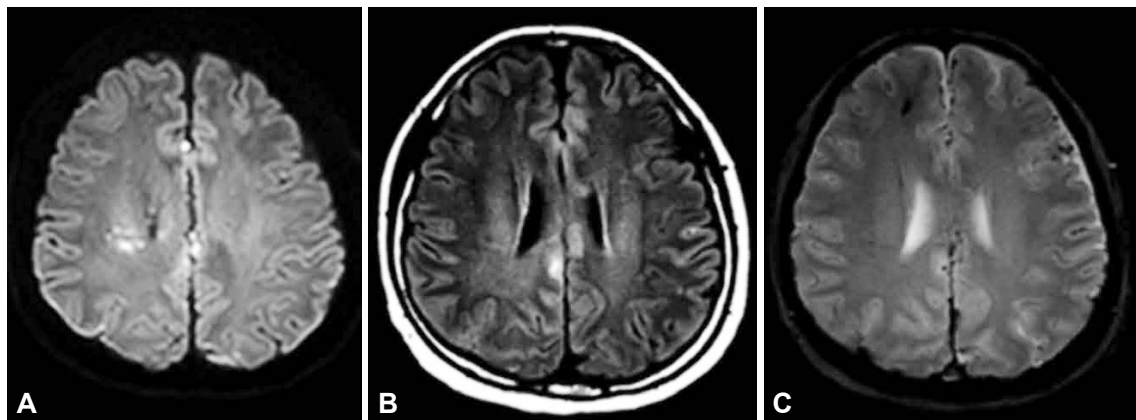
Brain MRI of accident day. Initial diffusion weighted MRI (A), T2 flair MRI (B), gradient echo MRI (C) revealed diffusion axonal injury in bilateral hemisphere, subdural hemorrhage in posterior falx and multifocal cortical subarachnoid hemorrhage.
